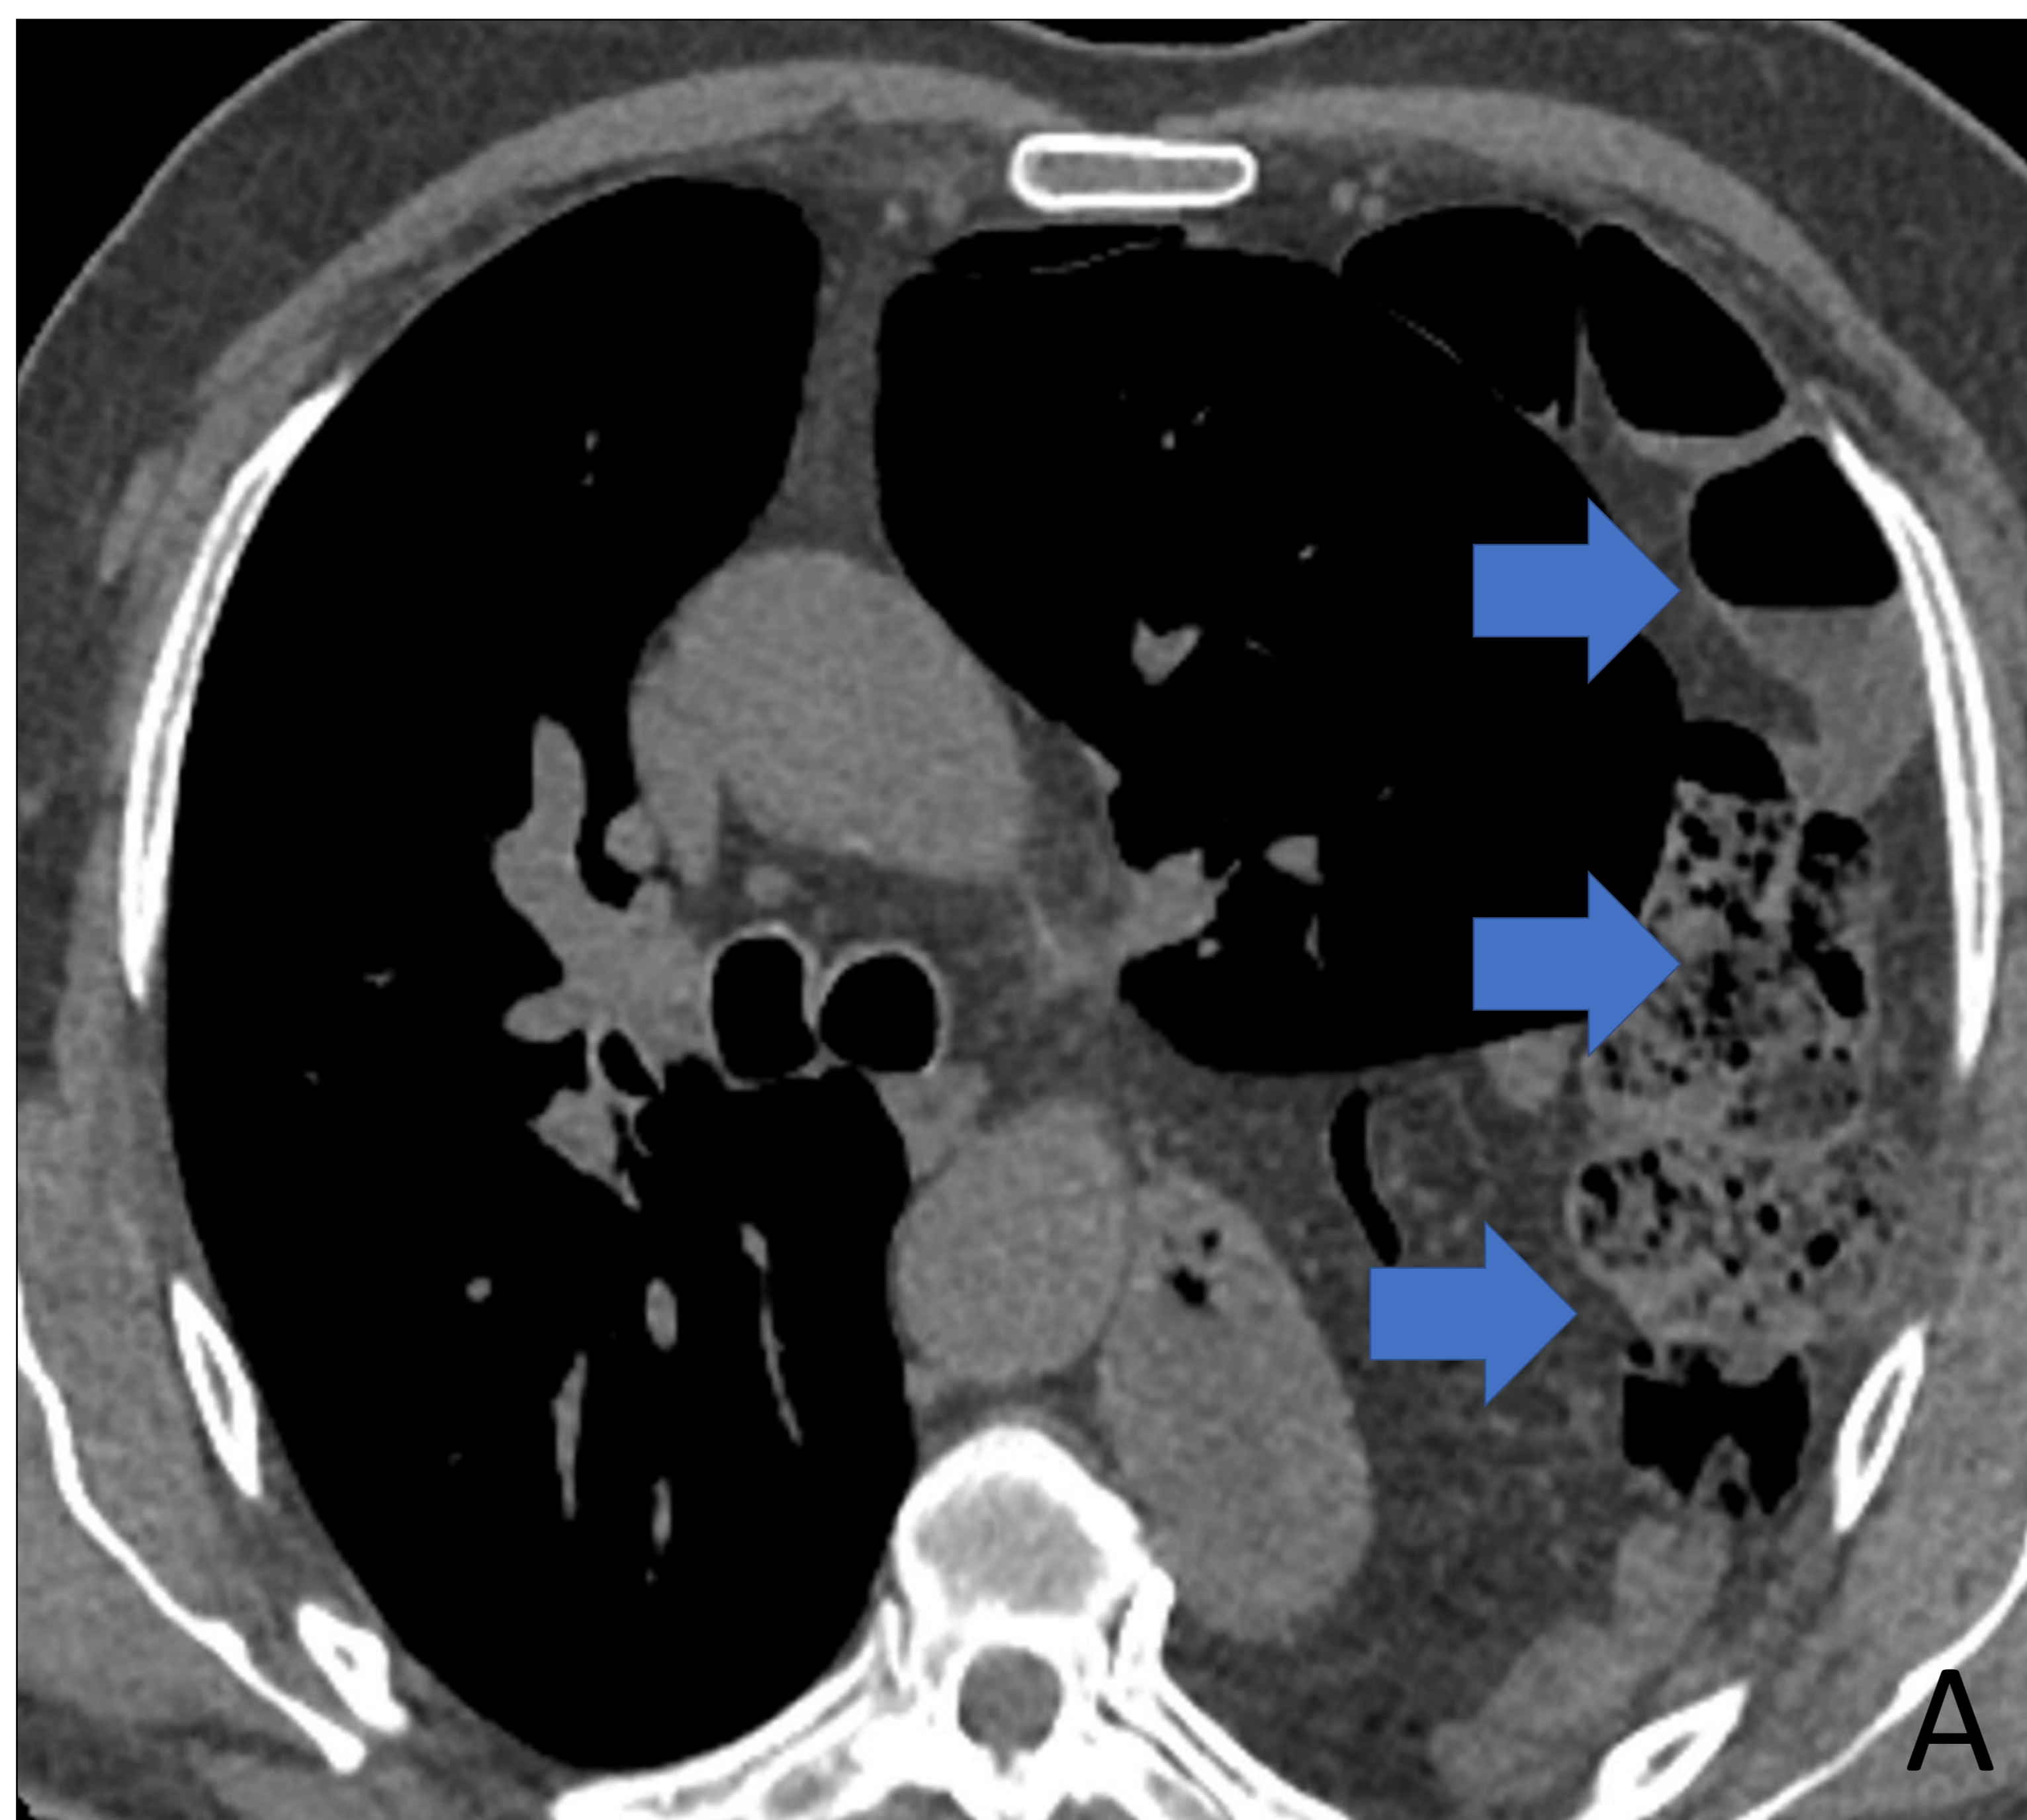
TC torácico basal en ventana de mediastino (A) y de pulmón(B) en el plano axial que muestra gran hernia diafragmática izquierda, con amplia ocupación del hemitórax izquierdo por estructuras abdominales (flechas)
